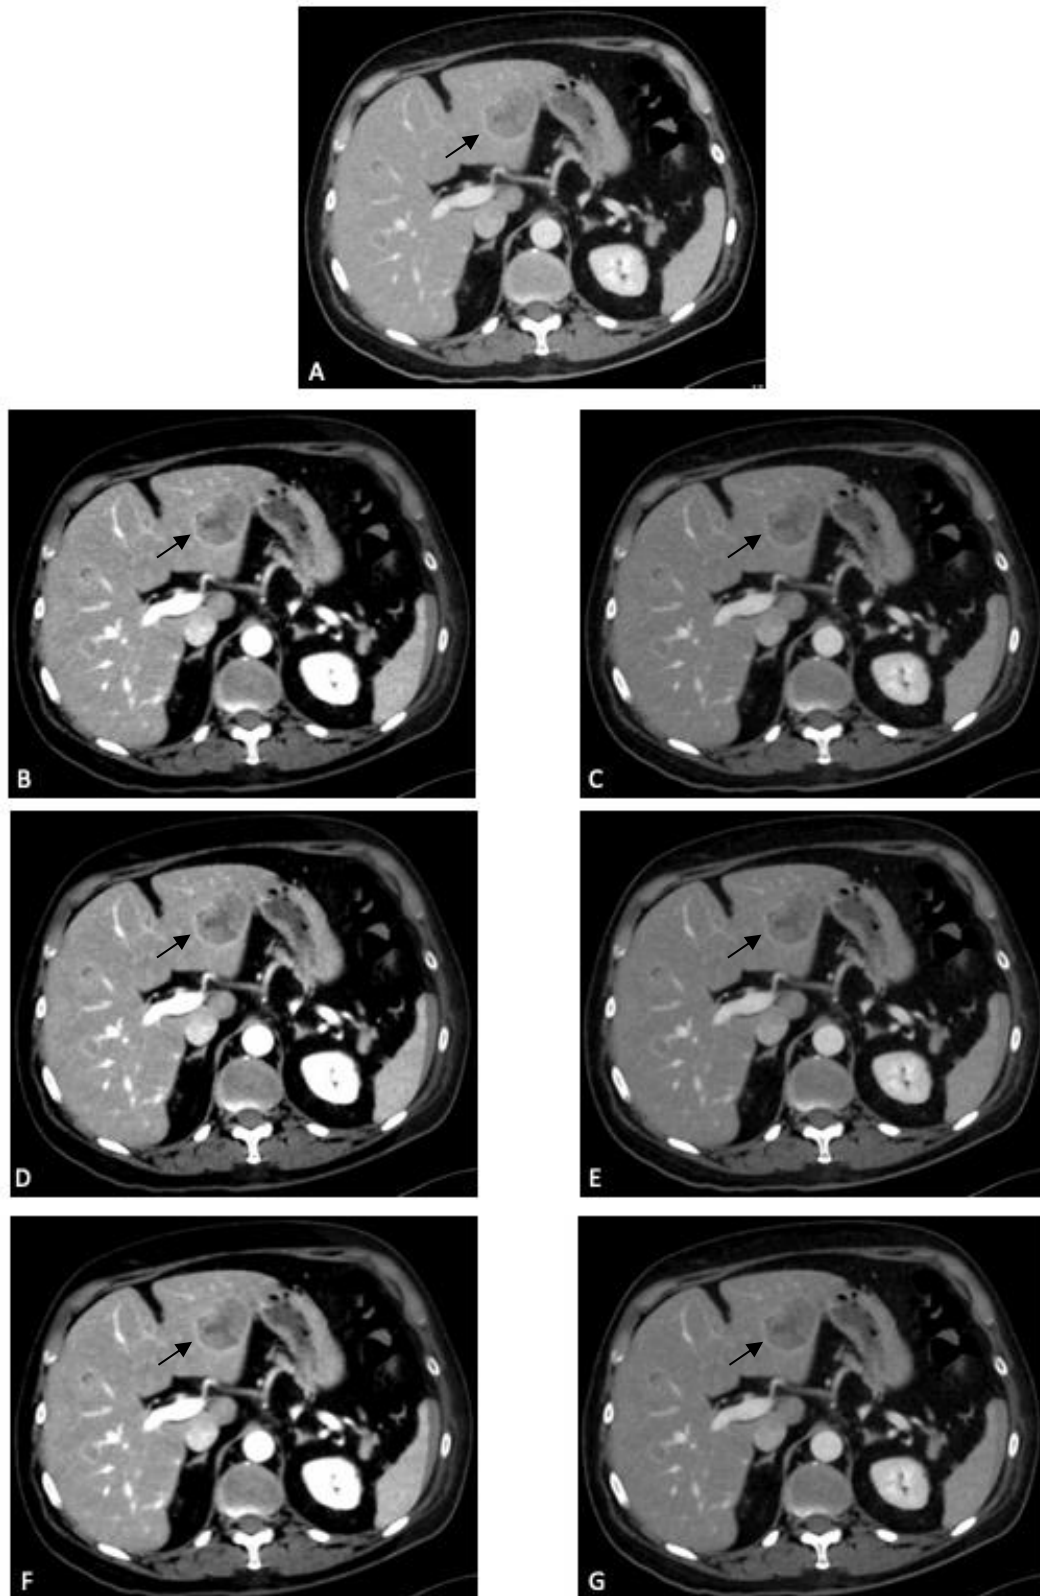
CT-Bilder eines 59-jährigen männlichen Patienten mit superfiziell-spreitendem Melanom Stadium IV mit Lebermetastasen (mit einem Pfeil ↑ markiert). Die Bilder wurden mit VMI+ bei 40 keV (B) und 55 keV (C) rekonstruiert und anschließend mit einem Denoising-Algorithmus mild (40md (D) u. 55md (E)) und standard (40sd (F) u. 55sd (G)) denoised. Die Anwendung des Denoising-Algorithmus trägt zur Reduktion des Bildrauschens bei und verbessert die Bildqualität. Das Bild der linear gemischten Standardrekonstruktion des DECT der portalvenösen Phase wird zum Vergleich gezeigt (A).
